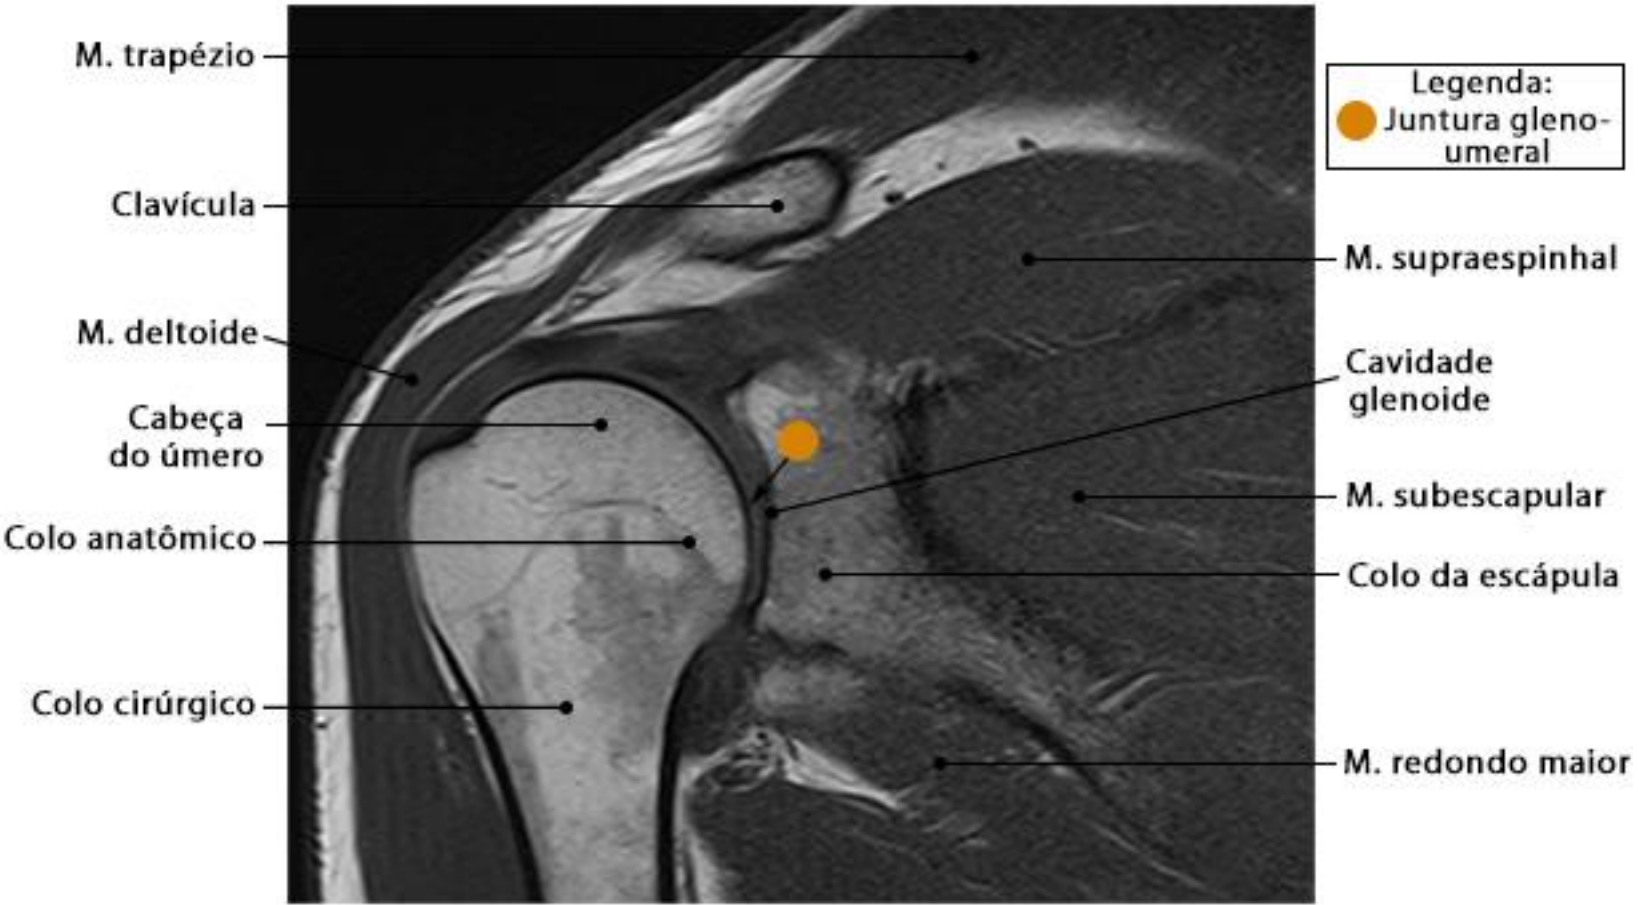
RM do ombro em corte coronal com ponderação T1
